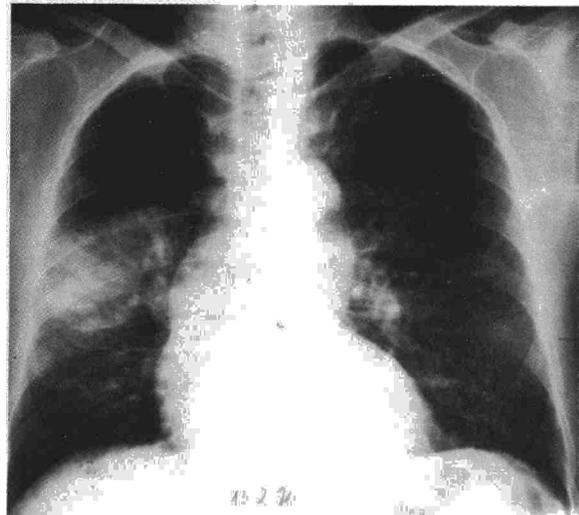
Radiografía posteroanterior de tórax: imagen de condensación alveolar derecha.
